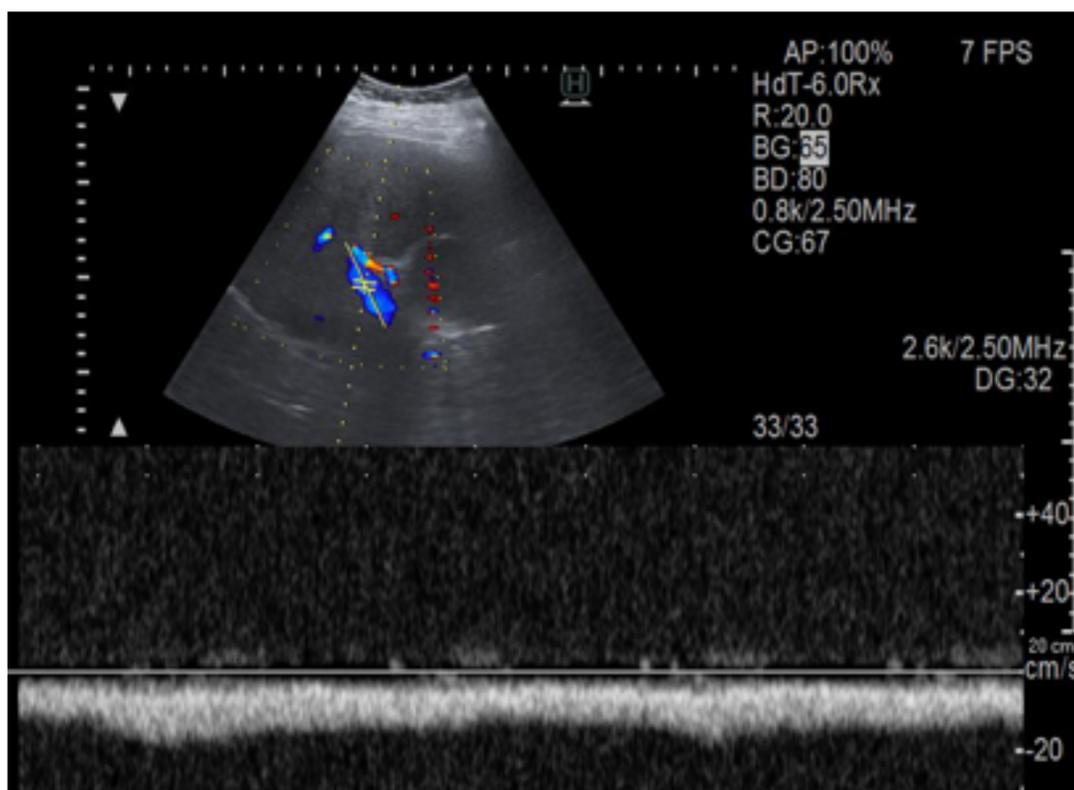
Doppler espectral de vena porta con flujo hepatófugo.
